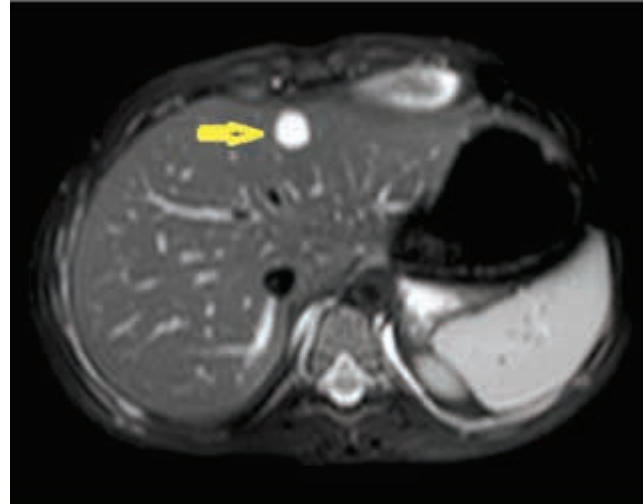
RM addome senza e con mezzo di contrasto. “...Fegato nei limiti morfo-volumetrici, con parenchimatografia omogenea. Al II segmento, in sede sottocapsulare anteriore, si riconosce formazione nodulare rotondeggiante, del maggior asse di 13 mm, marcatamente iperintensa nelle sequenze T2-dipendenti ed ipointensa alle sequenze T1-dipendenti. Dopo somministrazione di mdc si assiste a complessivo e globulare enhancement della formazione dalla periferia al centro, con persistente iperintensità nelle fasi portale e tardiva. La formazione descritta è ascrivibile in prima ipotesi ad angioma ad alto flusso...”
